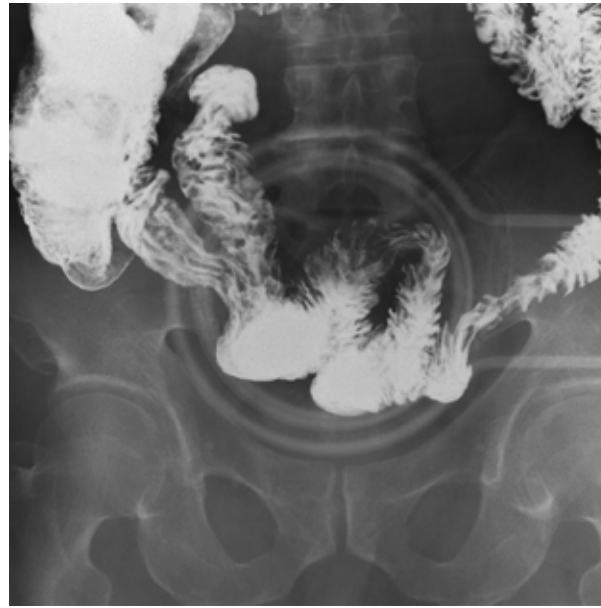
Рентгенологическое исследование тонкой кишки пациентки Б., 1949 г.р., прицельная рентгенограмма илеоилеоанастомоза
